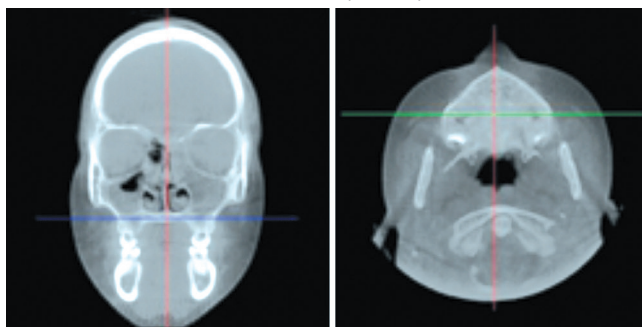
КЛК-томограмма. Окно мультипланарной реконструкции: фронтальный и аксиальный срез.
